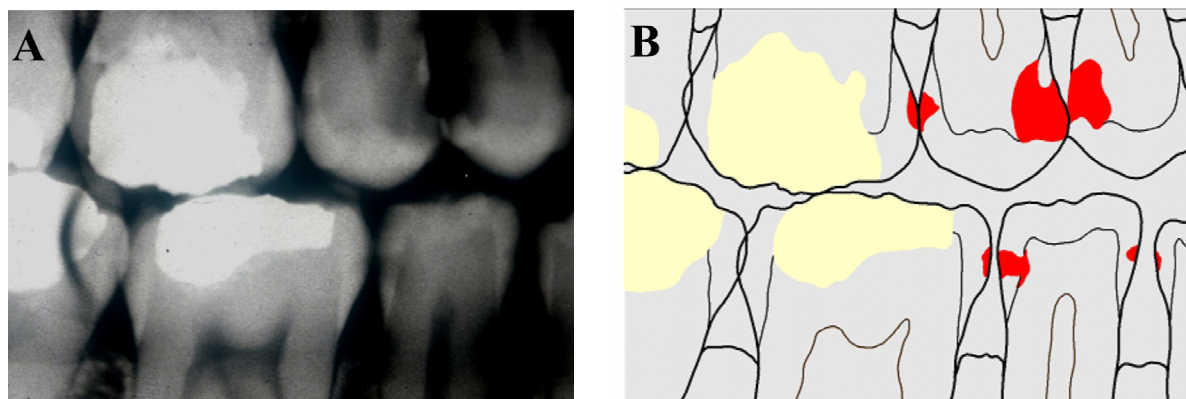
Bissflügelaufnahme einer 17-jährigen Patientin mit unterschiedlich stark ausgeprägten Kariesstadien im Seitenzahnbereich. Die veränderte Röntgendichte an Zahn 16 distal lässt sich klinisch auf eine Fraktur des distobukkalen Höckers zurückzuführen. Bei den Zähnen 15 mesial und 14 distal ist die Aufhellung als Einbruch der Oberfläche zu interpretieren.
